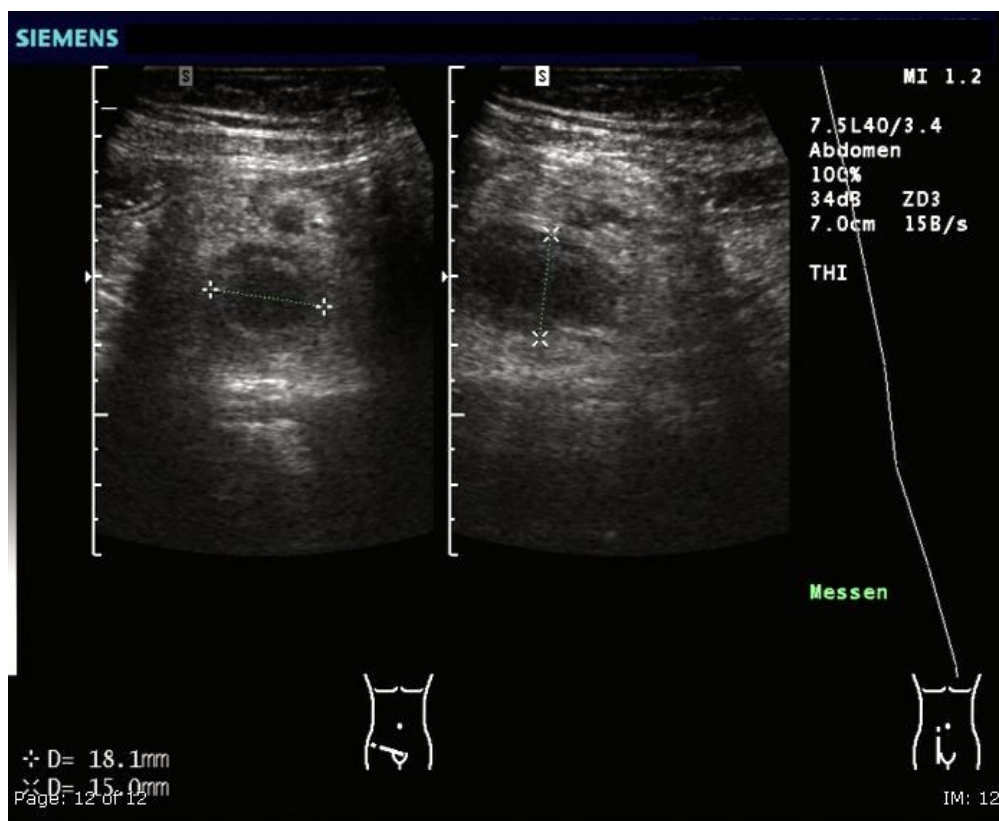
Sonographischer Befund einer akuten Appendizitis
